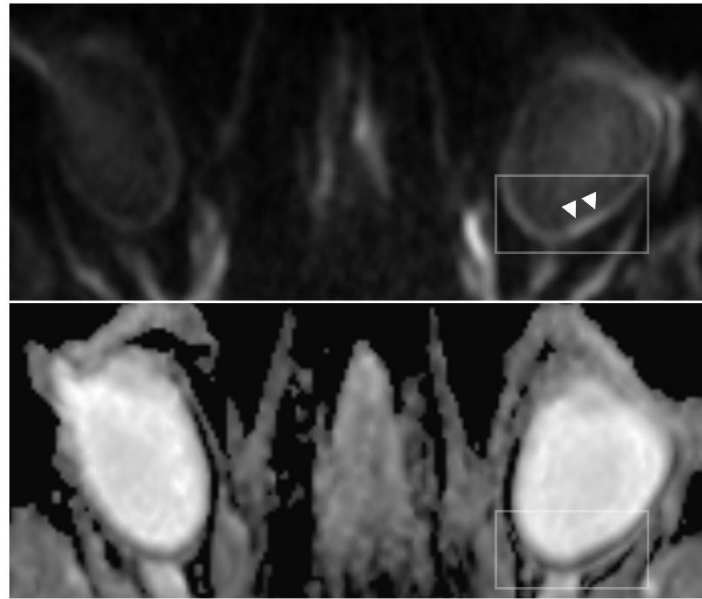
Retinale Diffusionsrestriktionen auf 3 Tesla DWI-MRT-Aufnahmen eines Patienten mit linksseitigem Zentralarterienverschluss: DWI, $b=1000\text{s/mm}^2$ (oben) und korrespondierende ADC-Aufnahme (unten). Die linksseitige, hintere Netzhaut stellt sich im Seitenvergleich mit hyperintensem Signal dar (grauer Kasten), wobei Diffusionsrestriktionen betont im Bereich der Makula erkennbar sind (Pfeilspitzen). Die ADC-Aufnahmen zeigen eine, im Seitenvergleich erkennbare, korrespondierende Absenkung der ADC-Werte.
